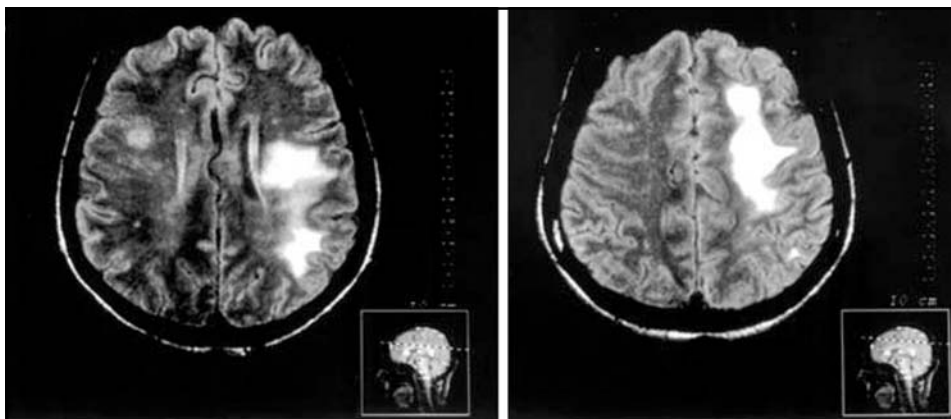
Ressonância nuclear magnética de crânio realizada durante a primeira internação hospitalar. Em relação à ressonância anterior, observa-se aumento na extensão das áreas de hipersinal comprometendo a substância branca nos lobos frontal e parietal esquerdos, não havendo impregnação anômala do gadolínio. Há lesões envolvendo também o tálamo (à esquerda) e a substância branca fronto-parietal direita.
